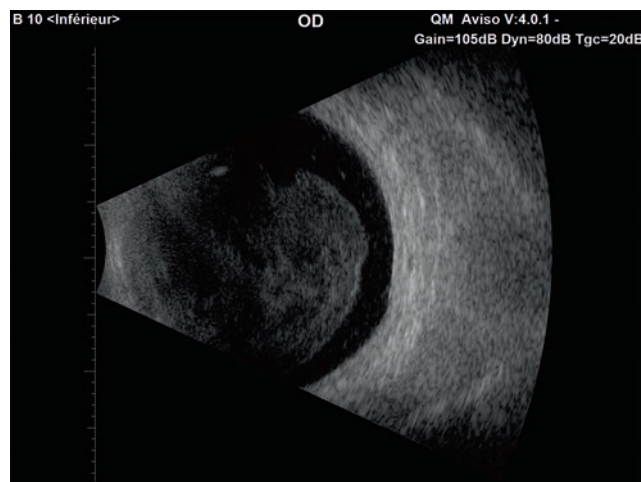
Coupe échographique d'une hyalite avec une sonde de 10 MHz.
